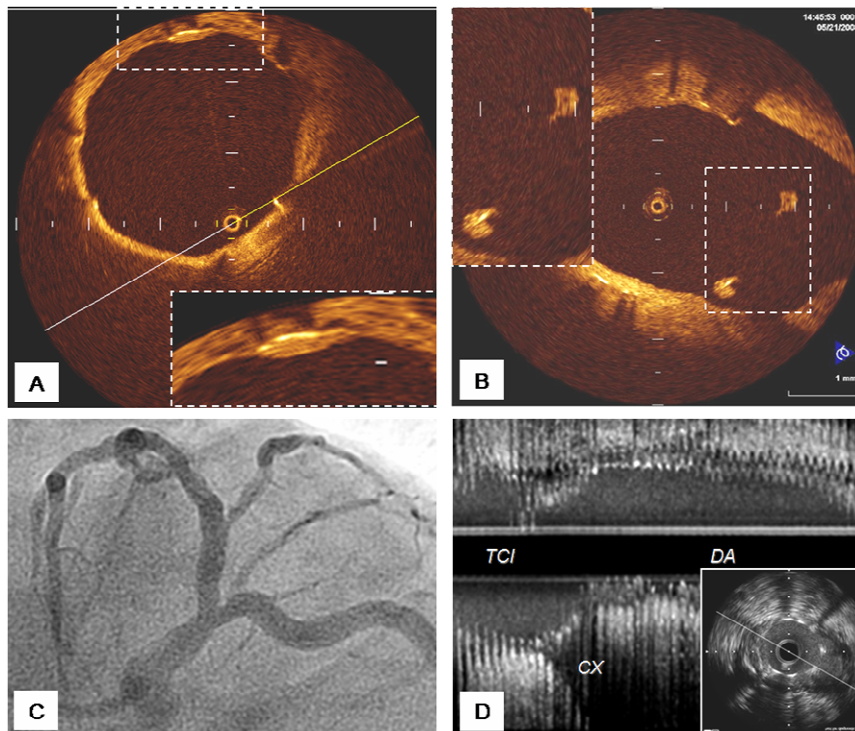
A, B:* muestran un estudio con tomografía de coherencia óptica, realizado a los 7 meses del tratamiento. El patrón de endotelización del stent en contacto con la pared es similar al observado cuando el stent flota en el área carinal. *C, D:* angiografía y estudio ultrasónico de este paciente tras el tratamiento.
